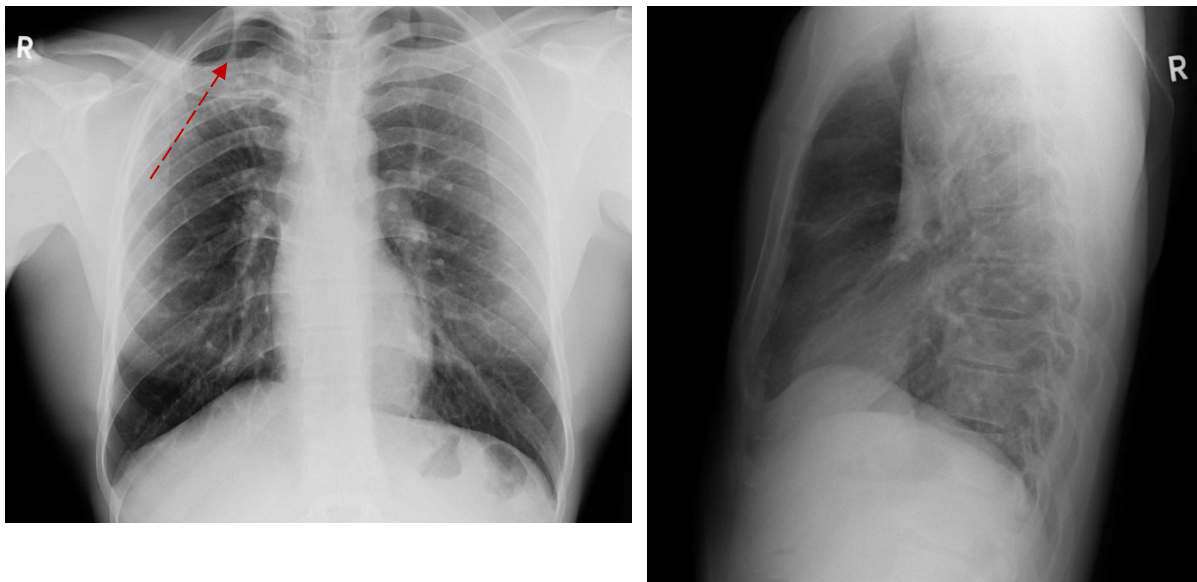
und Abbildung 10: Röntgen Thorax des 29-jähriger Indexpatienten in zwei Ebenen vom 12.12.2020: residuelle narbige Verdichtung (gestrichelter Pfeil) im rechten Lungenapex.
